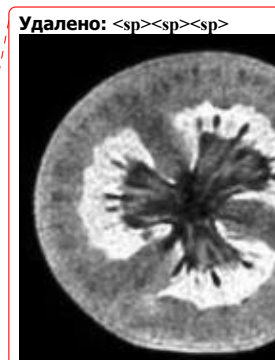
Томограммы продуктов: помидор (а), лимон (б), яйцо (в)
